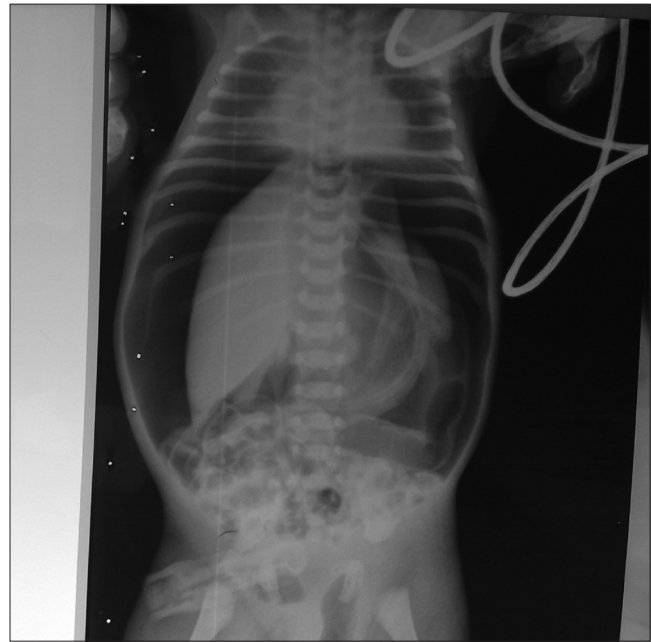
Hastanın 4. saatte çekilen ayakta direkt batin grafisinde diyafragma altında serbest hava izlenmemektedir
